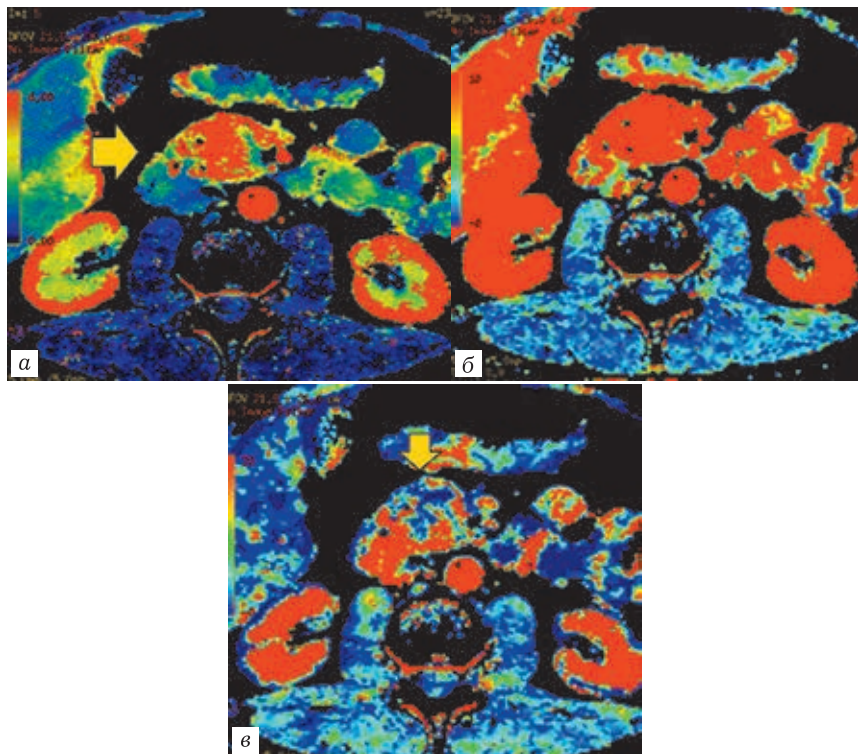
Перфузионные компьютерные томограммы: *а* — ПКТ, тот же пациент, что и на рис. 10.14. Цветная параметрическая карта скорости кровотока (BF) в головке поджелудочной железы; *б* — ПКТ. Цветная параметрическая карта объема кровотока (BV); *в* — цветная параметрическая карта проницаемости стенок капилляров (PS). Паренхима головки поджелудочной железы характеризуется преимущественно красным окрашиванием на картах BF, BV, участками повышенной проницаемости в задних отделах головки, имеющих красное окрашивание на карте PS
